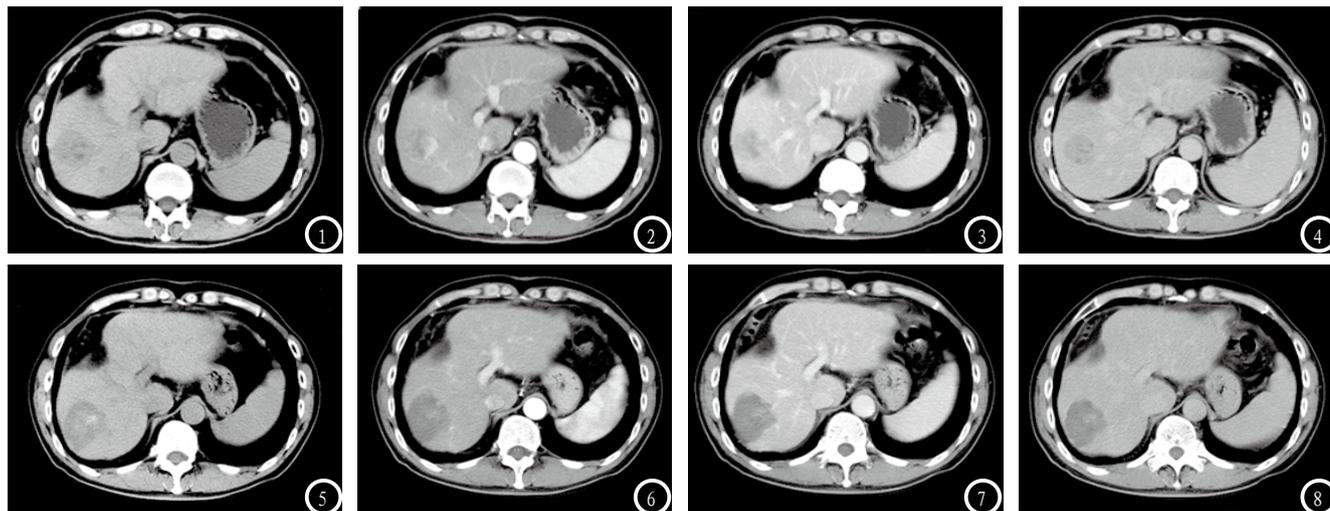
微波消融术前的CT扫描图像。微波消融术前CT扫描示肝右叶病灶，增强后动脉期可见明显不均匀强化，门静脉期及延迟5分钟强化密度减低。图5-8 微波消融术后的CT扫描图像。微波消融术后的CT扫描，肝右叶病灶增强各期未见强化。
